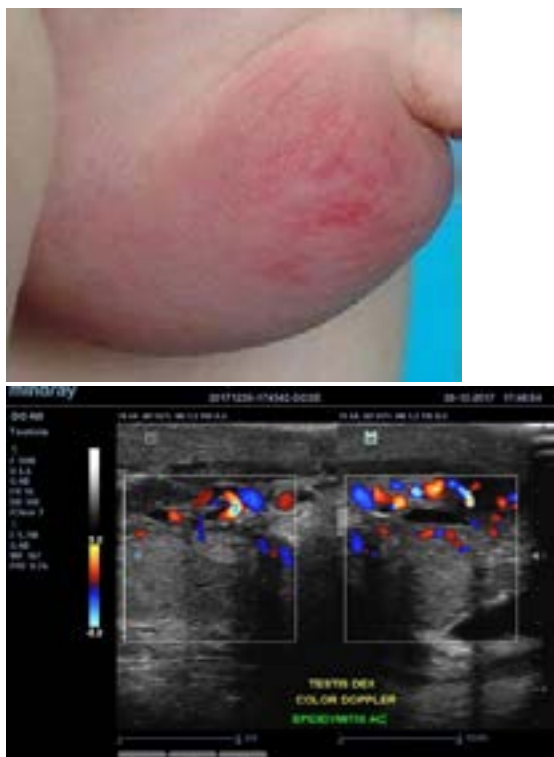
a) Pamje klinike të EOA dhe b) eho color Doppler i EOA
